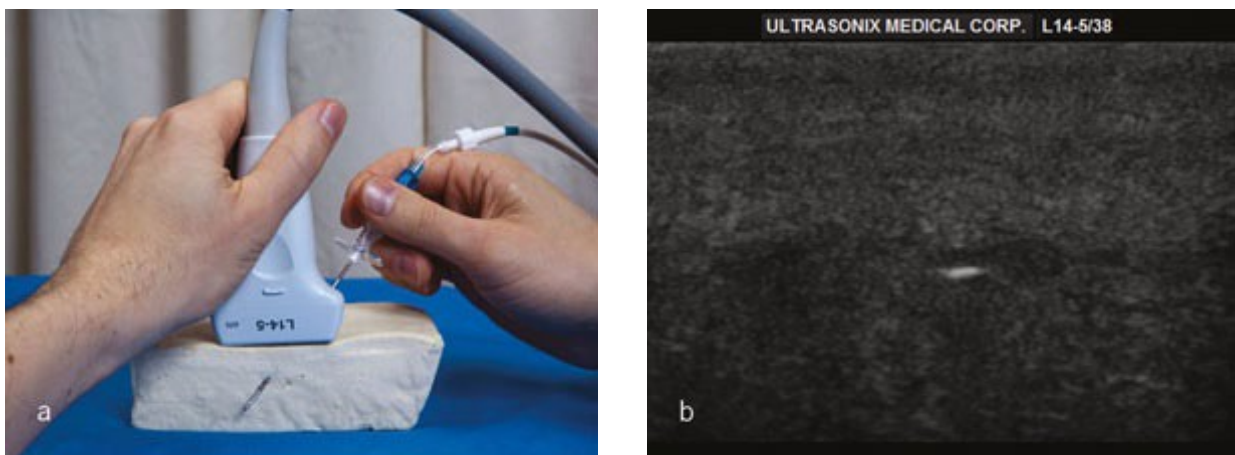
Photographie et image échographique d'une aiguille de Tuoh et d'un modèle en tofu avec orientation de l'aiguille hors du plan (OOP)
